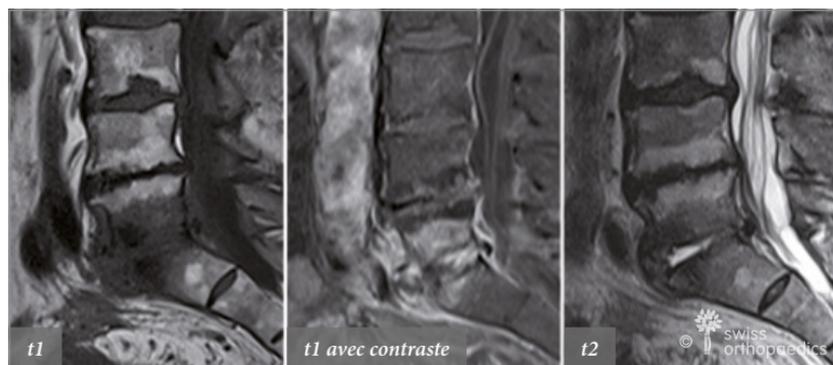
Homme de 81 ans : spondylodiscite en L5/S1 à proximité d'une ostéochondrite en L4/L5 visibles à l'IRM
